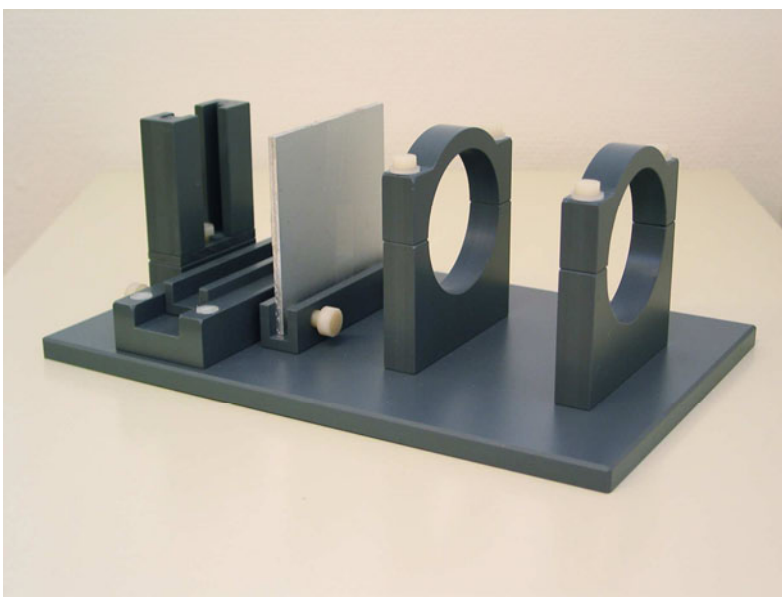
Röntgenapparatur
